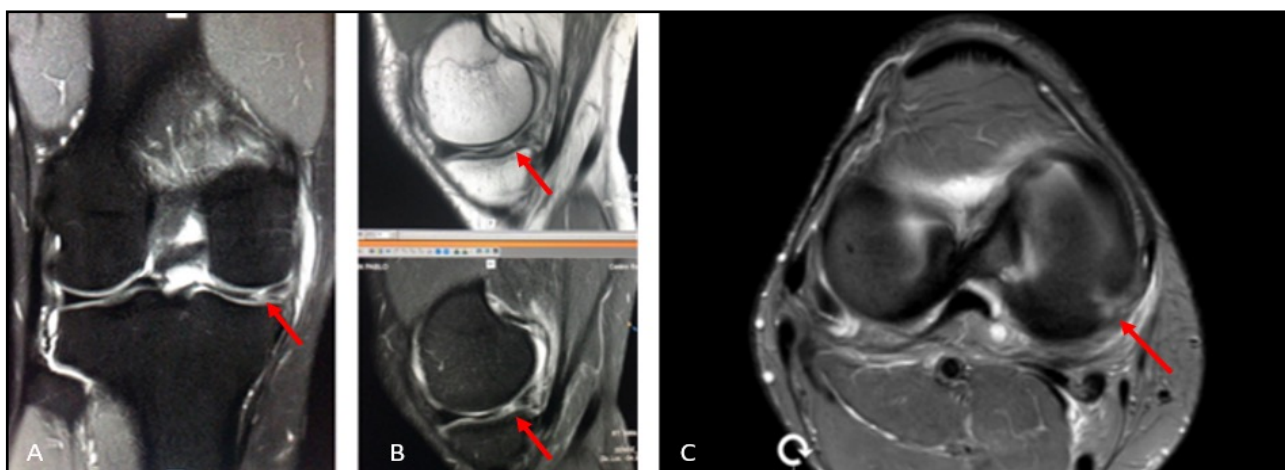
RM de rodilla derecha. A) Corte coronal: se evidencia lesión radial de cuerno posterior de menisco interno, edema de partes blandas mediales. B) Cortes sagitales: lesión radial del cuerno posterior. C) Corte axial: lesión radial en la unión del tercio medio - posterior del menisco medial que compromete hasta la zona roja-roja.
